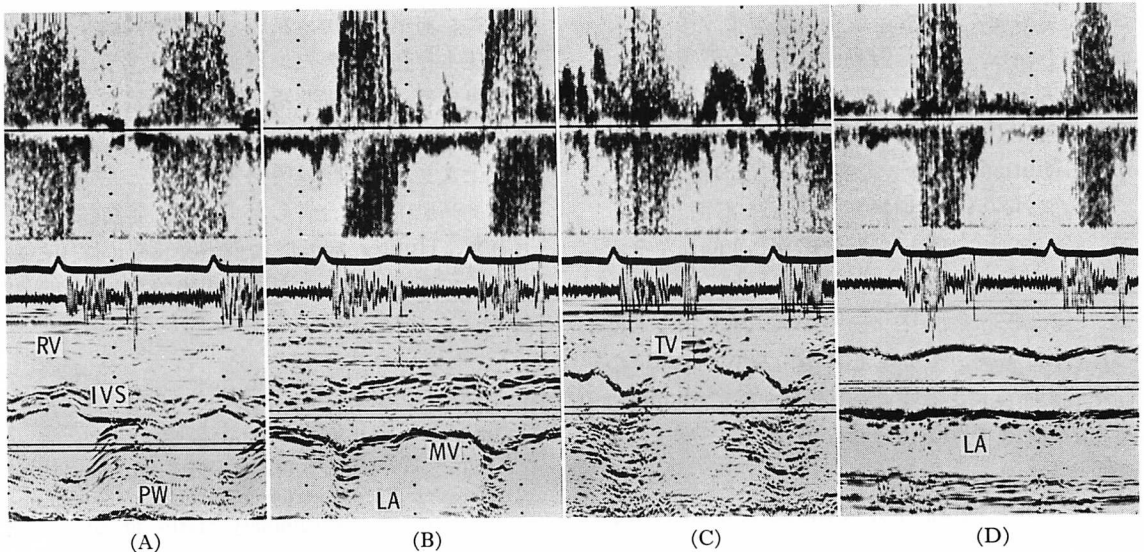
Pulsed Doppler echocardiograms.
